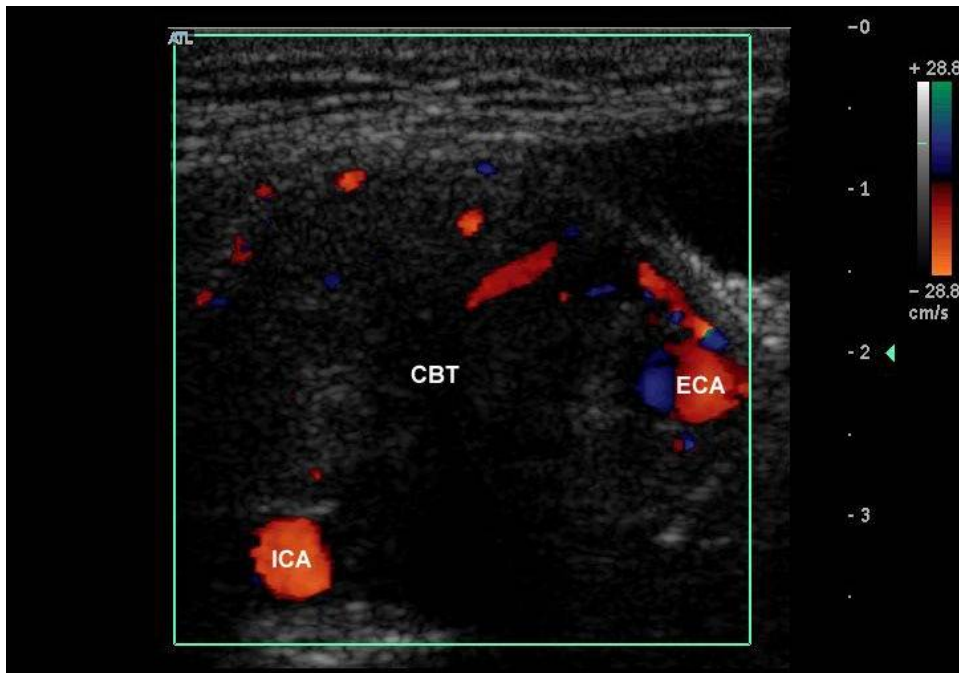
Échographie Doppler, coupe transversale : les artères carotides interne et externe sont séparées par la tumeur. (91) .
